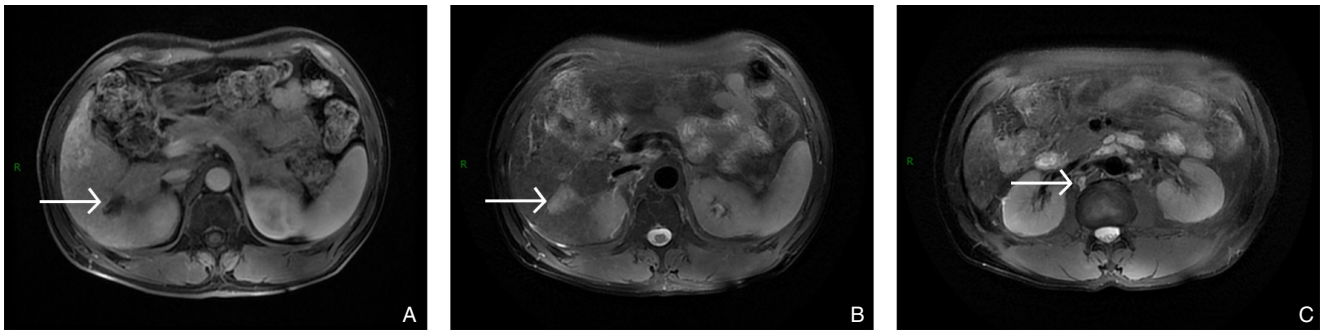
患者转化治疗后MRI A-B: 病变在T1加权成像 (T1WI) 中呈稍低信号,在T2加权成像 (T2WI) 中呈高信号; C: 原肿大淋巴结消失
